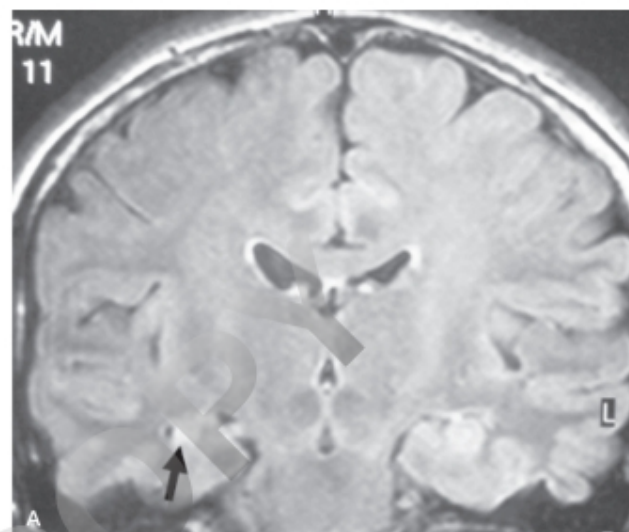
RM en la epilepsia focal. Esclerosis del hipocampo en un paciente con crisis focales del lóbulo temporal. A. Atrofia e hiperseñal en secuencia FLAIR. B. Obsérvese la reducción de volumen del hipocampo derecho (flecha).
